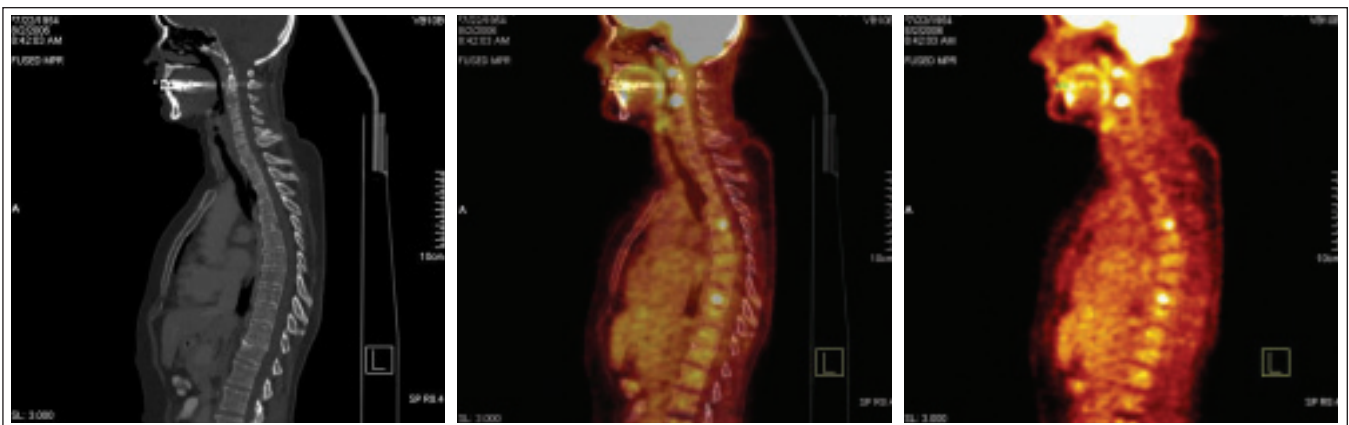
^{18}F -FDG PET vyšetření u stejného pacienta jako na obr. 15 provedené v odstupu 1 týdne. Zřetelná vícečetná ložiska hypermetabolizmu glukózy v přední stěně hrudní, v C, Th a L páteři, v kostech pánve.
